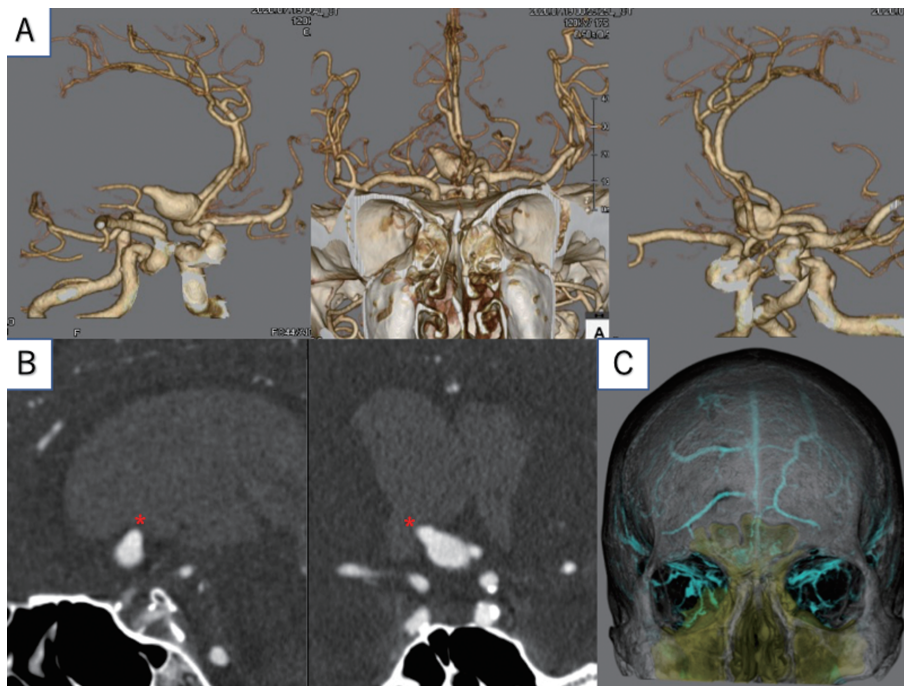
A patient's 3D CT angiography and 3D bone CT on admission. A: The anterior communicating artery (ACA) aneurysm is 16.2 mm×9.2 mm in dia. and the aneurysm neck is 6.0 mm, projecting right and upward. The bleb of the aneurysm protrudes in the right lateral ventricle (B), and the frontal sinus is relatively developed (C).
